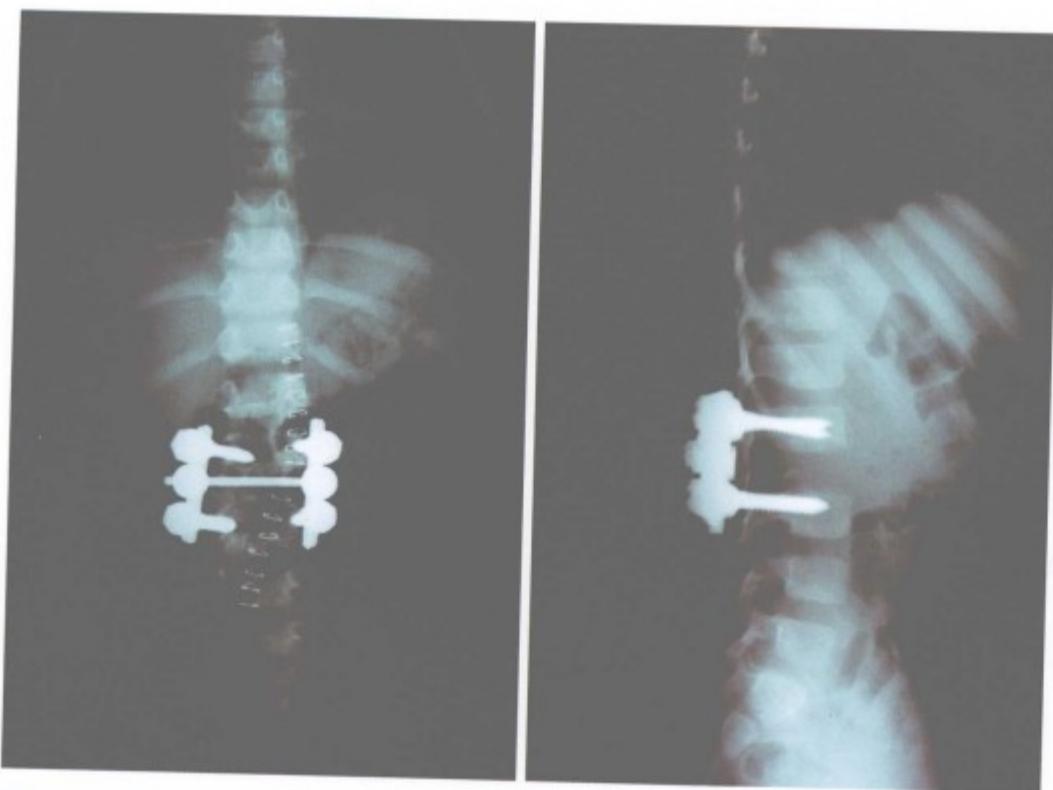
术后正侧位X线片示半椎体切除，侧弯矫正满意
